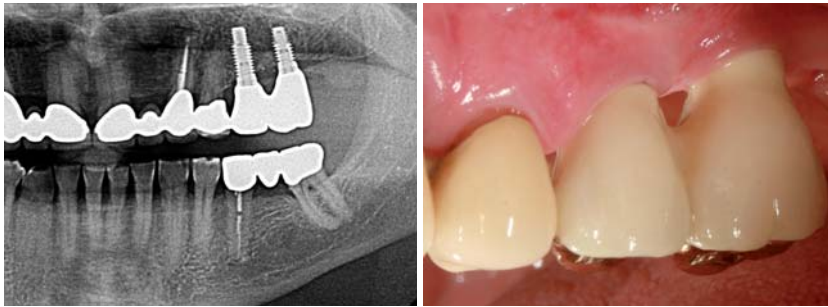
X-ray demonstrating osseointegrated BioHorizons implants region 26/27. – Fig. 17: Direct picture showing the prosthetic rehabilitation of left upper quadrant with implant supported PFM crowns.
